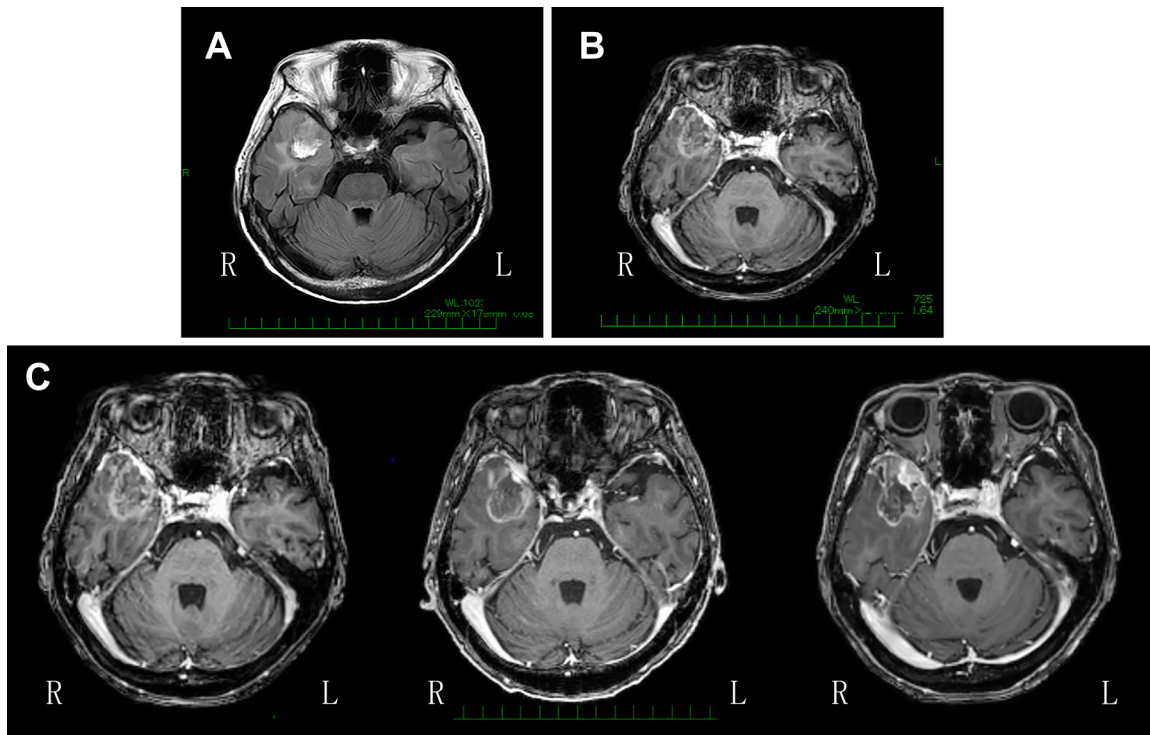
Pre-operative brain MRI.
